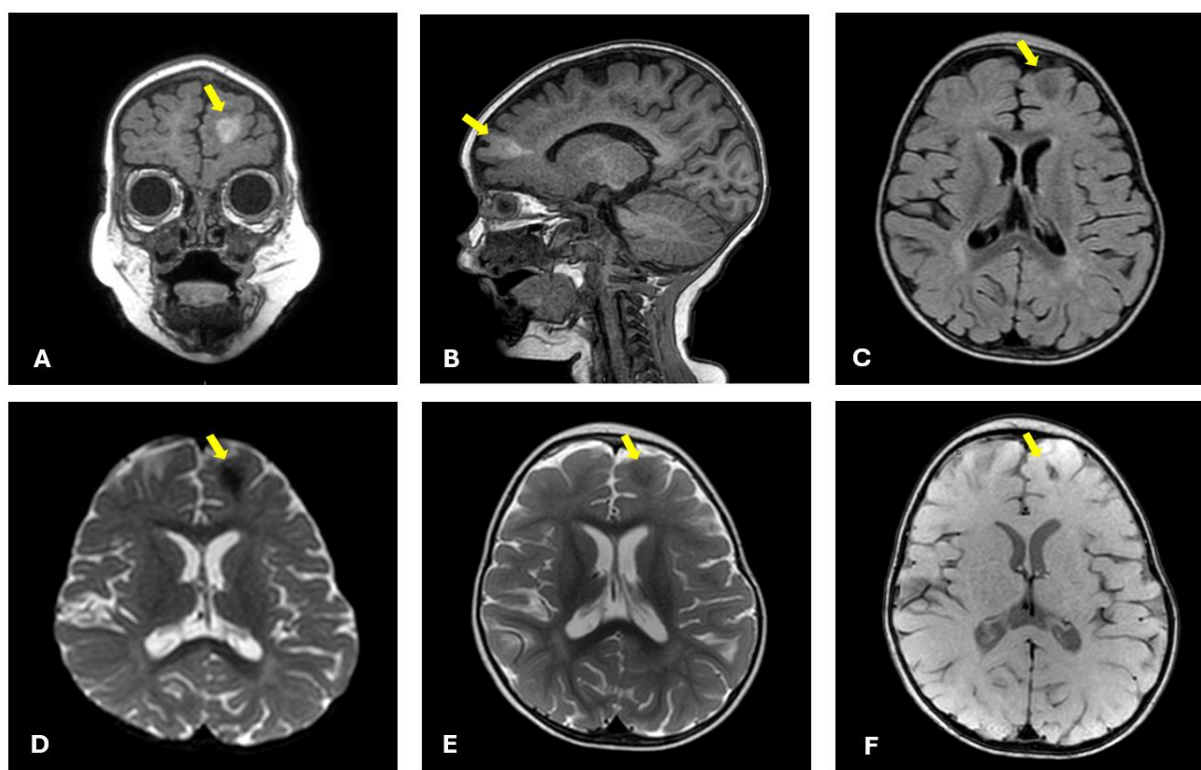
Ressonância magnética de crânio na ponderação T1 (A - corte coronal, B - corte sagital, C - corte axial), na ponderação T2 (D e E - corte axial) e na ponderação SWI - susceptibility weighted Imaging (F - corte axial). Evidencia-se nas imagens, espessamento corticossubcortical focal, com borramento da transição entre as substâncias branca e cinzenta e extensão da alteração de sinal até a substância periventricular frontal. Em SWI evidencia-se região de hipointensidade em localização frontal esquerda podendo corresponder a área de calcificação.
